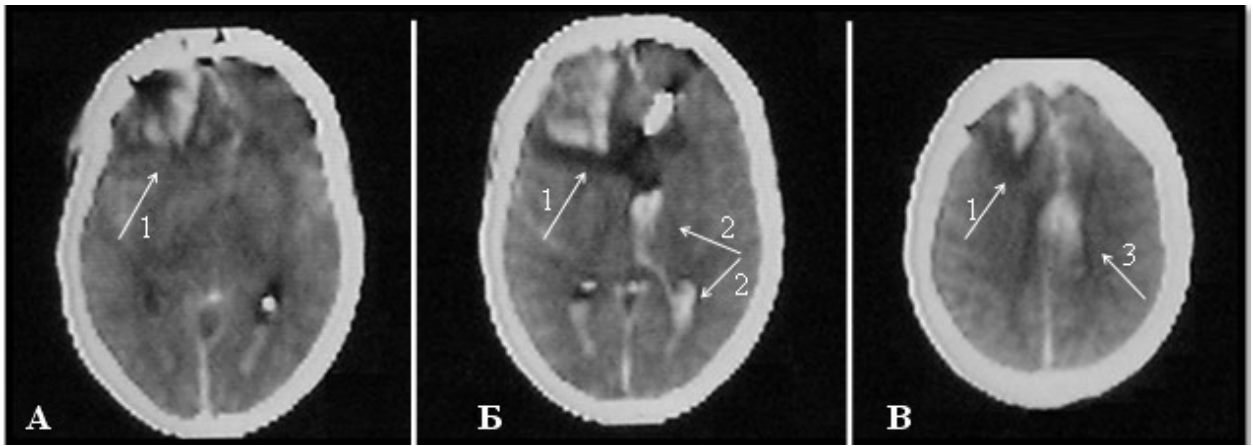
Спостереження №59. КТ головного мозку хворої 3-на, 58 років, історія хвороби №123964. Перша доба після операції — кліпування аневризми А3 сегменту ПМА. А, Б, В — аксіальні томограми з кроком зрізу 2 сантиметри. Стрілкою 1 позначено вогнище венозного інфаркту в лівій лобній частці. Стрілкою 2 — вентрикулярний крововилив, стрілкою 3 — крововилив в міжпівкульній ділянці.
